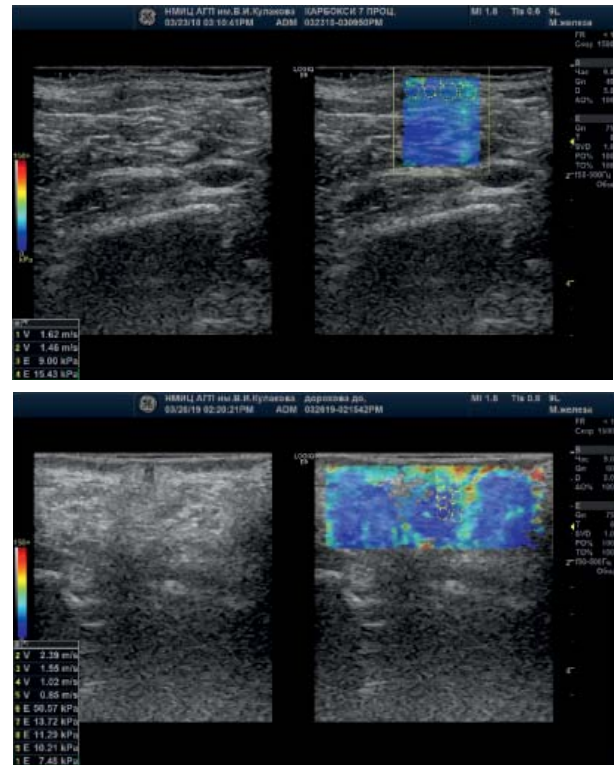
УЗИ области вульвы после проведения карбокситерапии. Визуализация больших половых губ, области клитора, прилегающих тканей. 1–2. Эхограммы. Режим ЭСВ
